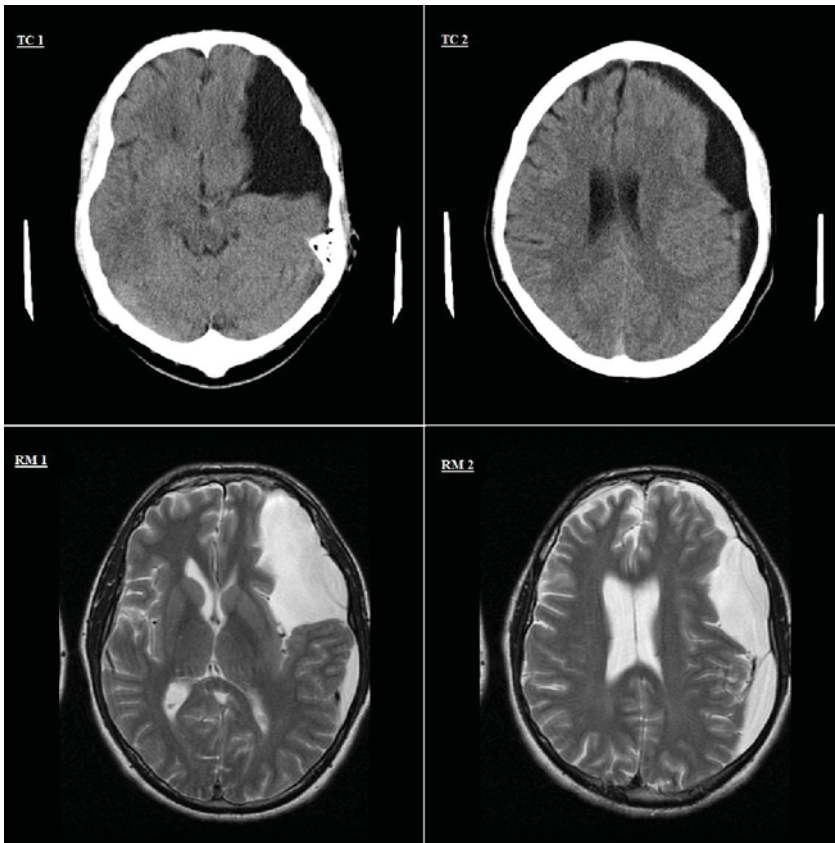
TC 1 y 2: imagen de TC Craneal con hematoma subdural crónico frontoparietal izquierdo con desplazamiento de línea media y quiste aracnoideo gigante de fosa temporal y cisura silviana izquierda; RM 1 y 2: imagen axial T2 de RM de cráneo.
